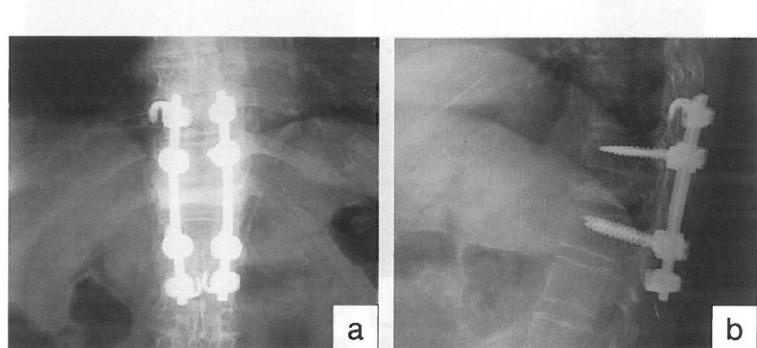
図10の症例の脊柱短縮術後の単純X線正面像(a), 側面像(b): 偽関節に陥った骨折椎体を短縮してinstrumentを併用して後方固定を行った。椎体骨折による局所後弯も矯正されていることが確認できる。
